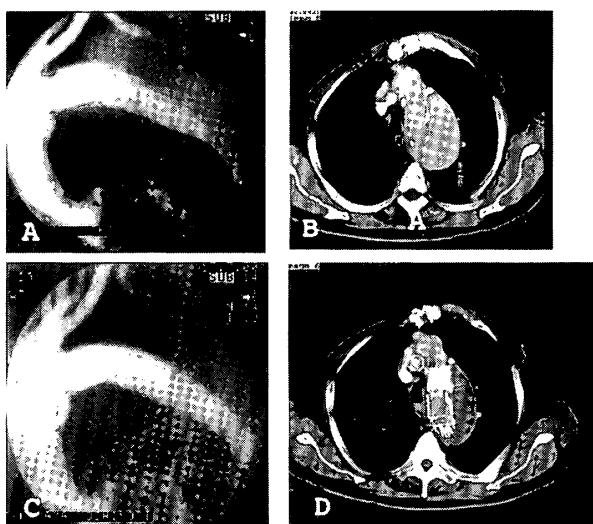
症例3、上行弓部大動脈人工血管術後遠位弓部に於けるエントリーの残存(A-DSA, B-CT)
